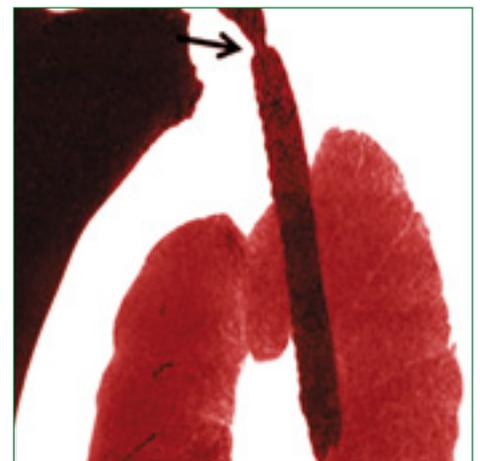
Estenosis traqueal post-intubación. TC torácico sin contraste. Reconstrucción miniIP sagital que demuestra estenosis en el tercio superior de la tráquea, (flecha). N. Fernández Guillán, M. J. Martínez-Sapiña Llanas y cols ; A Coruña/ES.
